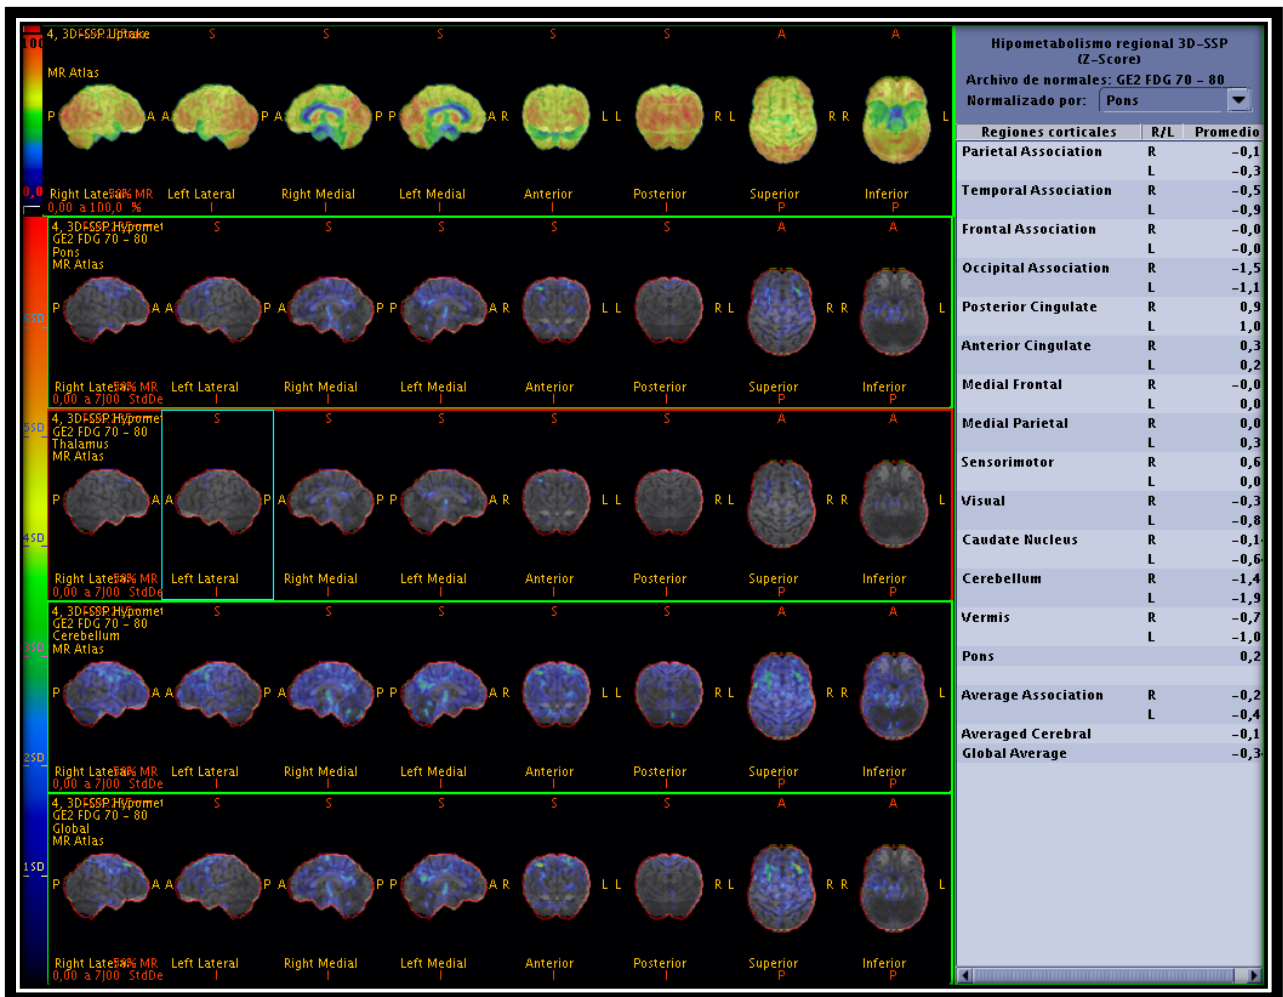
Imagen de 3D SSP de paciente con antecedente de conducta desinhibida, la cual muestra leve hipometabolismo de 18-FDG en la región frontal bilateral.
